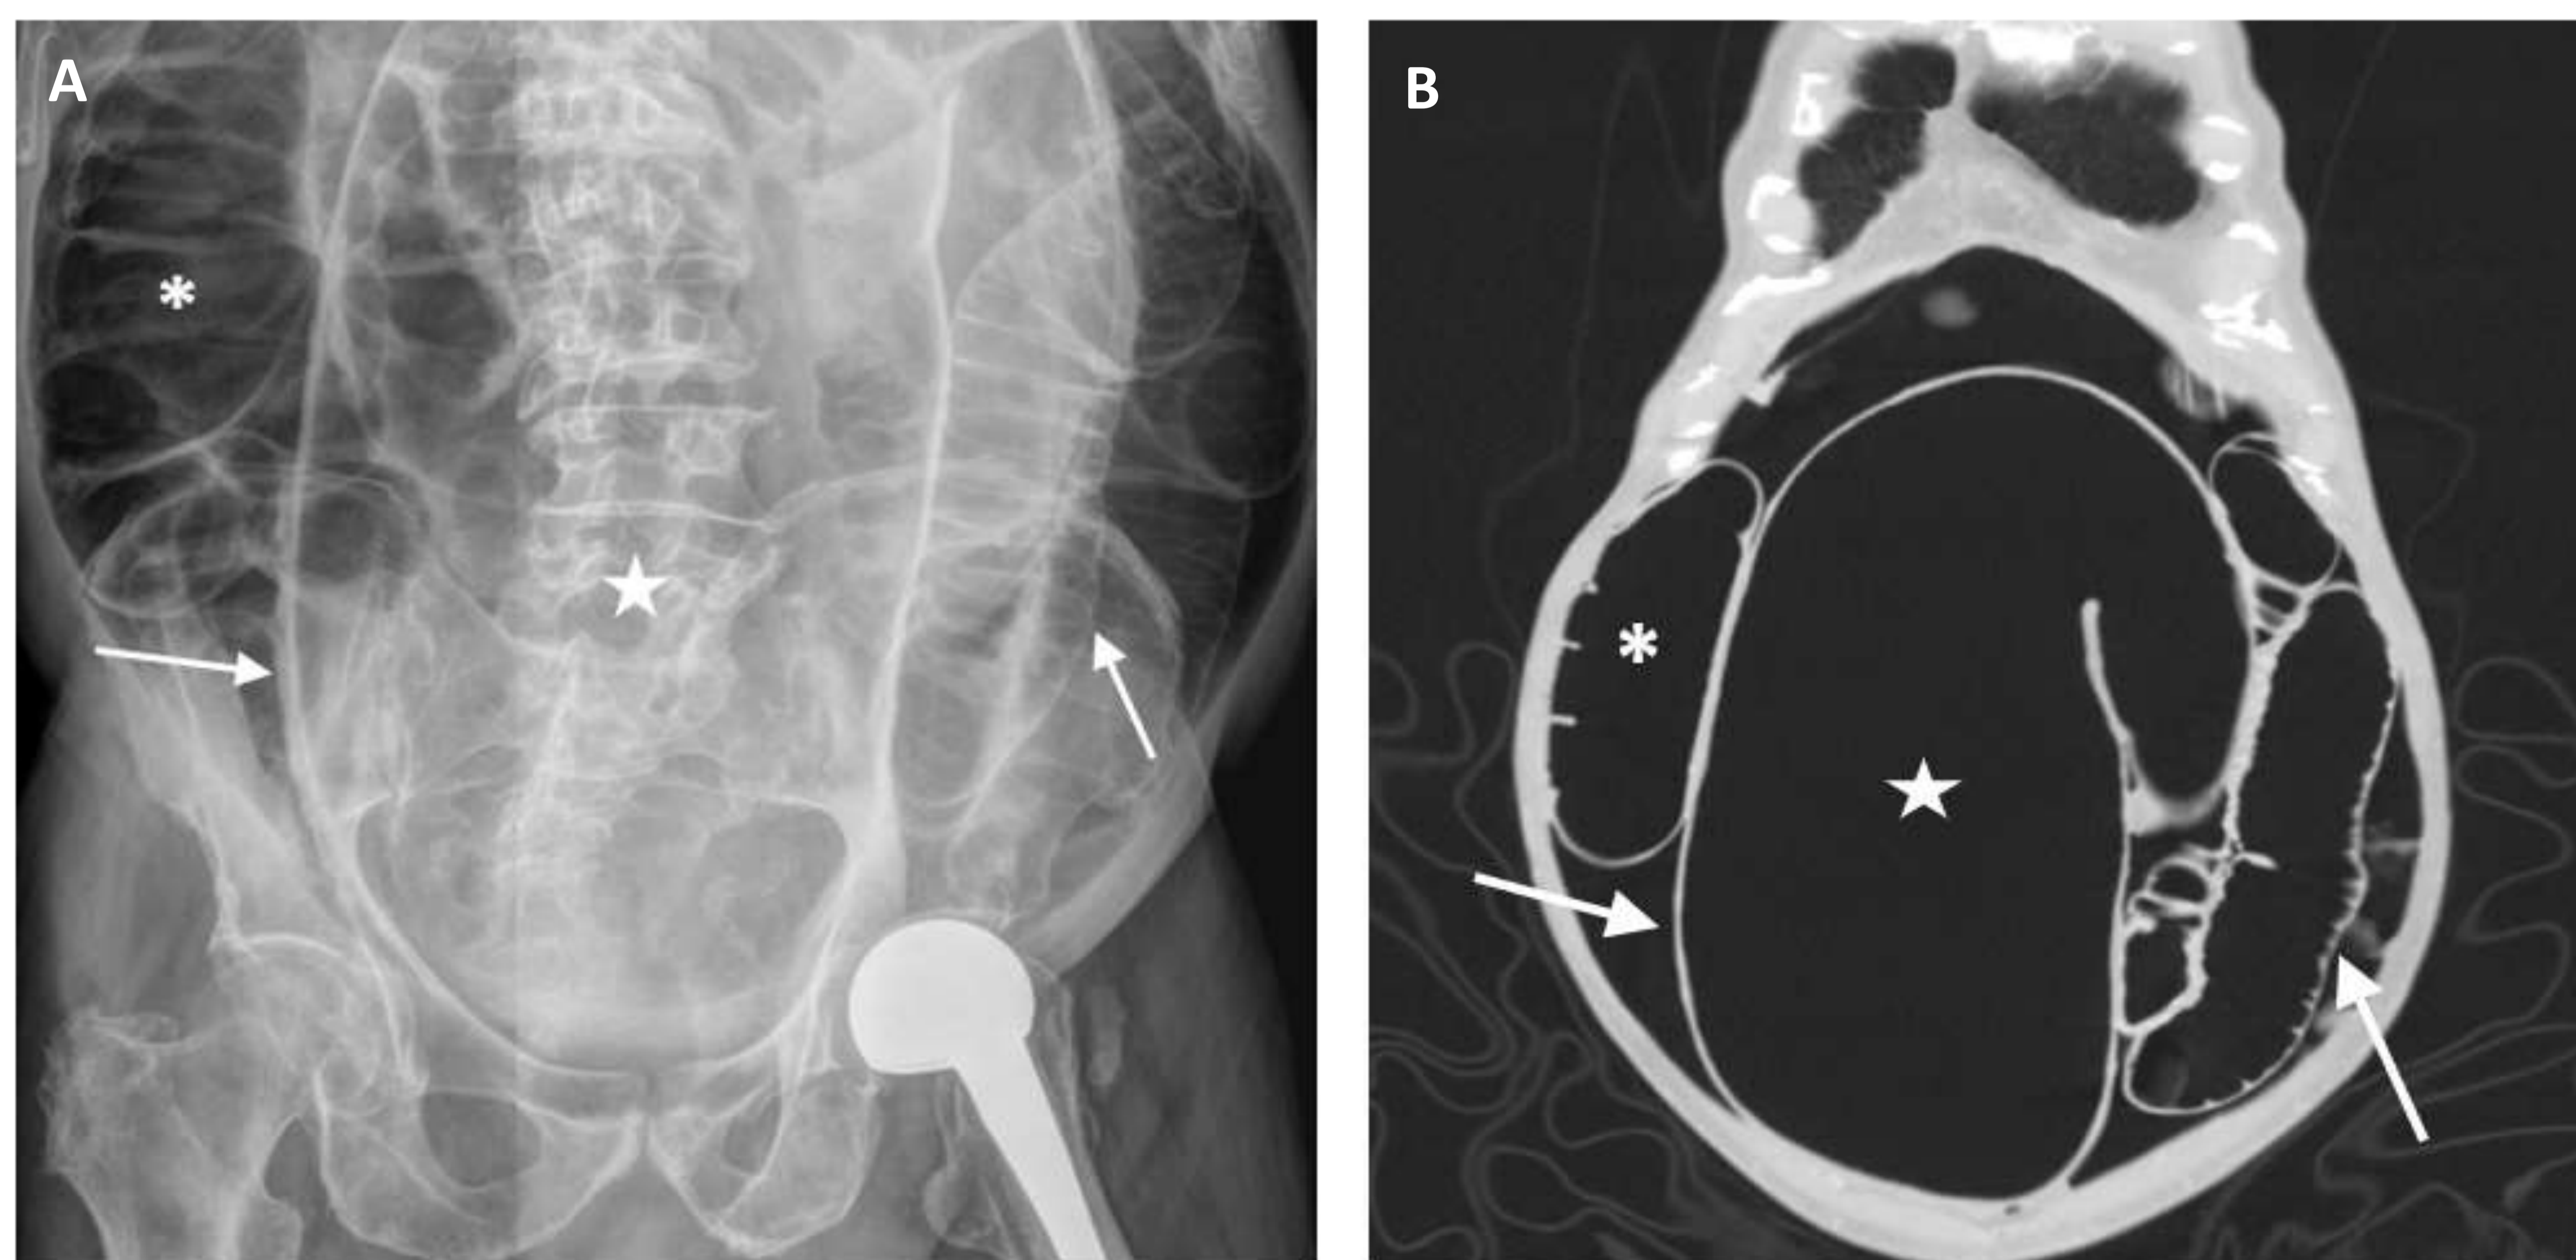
RX de abdomen (A) en la que se observa vólvulo de sigma (estrella) con dilatación proximal del colon (asterisco) y dilatación de asas de intestino delgado (válvula ileocecal incompetente) asociadas. Signo de la doble pared (flechas) en múltiples localizaciones, en relación con neumoperitoneo secundario a perforación. Correlación de los hallazgos en la TC abdominal (B).
